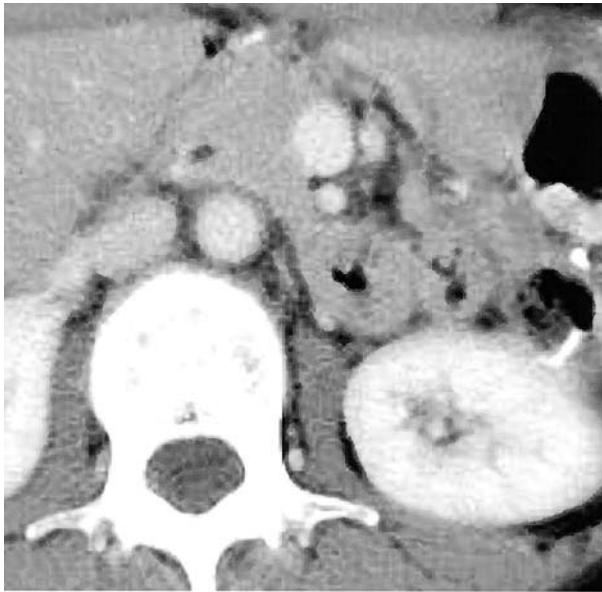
Abdominal computed tomography (CT) after 3 course of chemotherapy revealed no lymph node recurrence.
